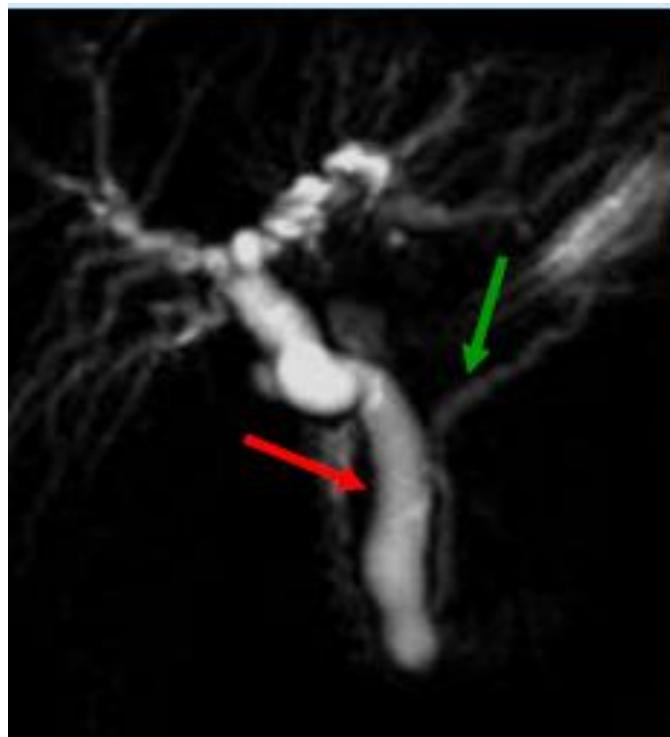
bili-IRM, séquence SSFSE montrant la dilatation de l'arbre biliaire (flèche rouge) et du Wirsung (flèche verte) sans image de masse décelable [07].
